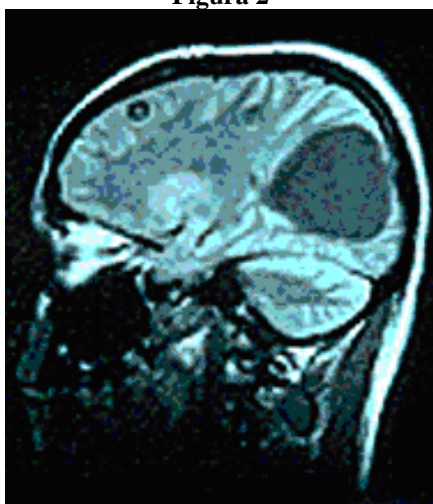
resonancia magnética, fase T1, revela múltiples lesiones quísticas, una de ellas de tamaño gigante
